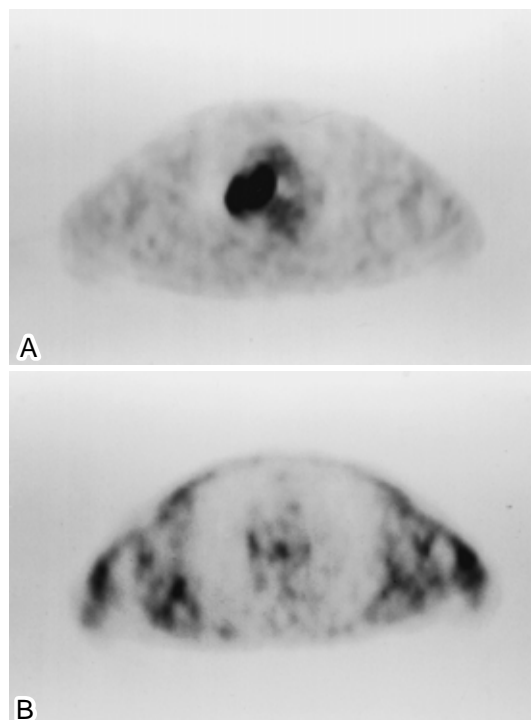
(A) FDG-PET on admission showing marked uptake by the swollen pretracheal lymph node. (B) FDG-PET taken on June 2002 after chemotherapy and radiotherapy, showing no uptake by any mediastinal lymph node.
